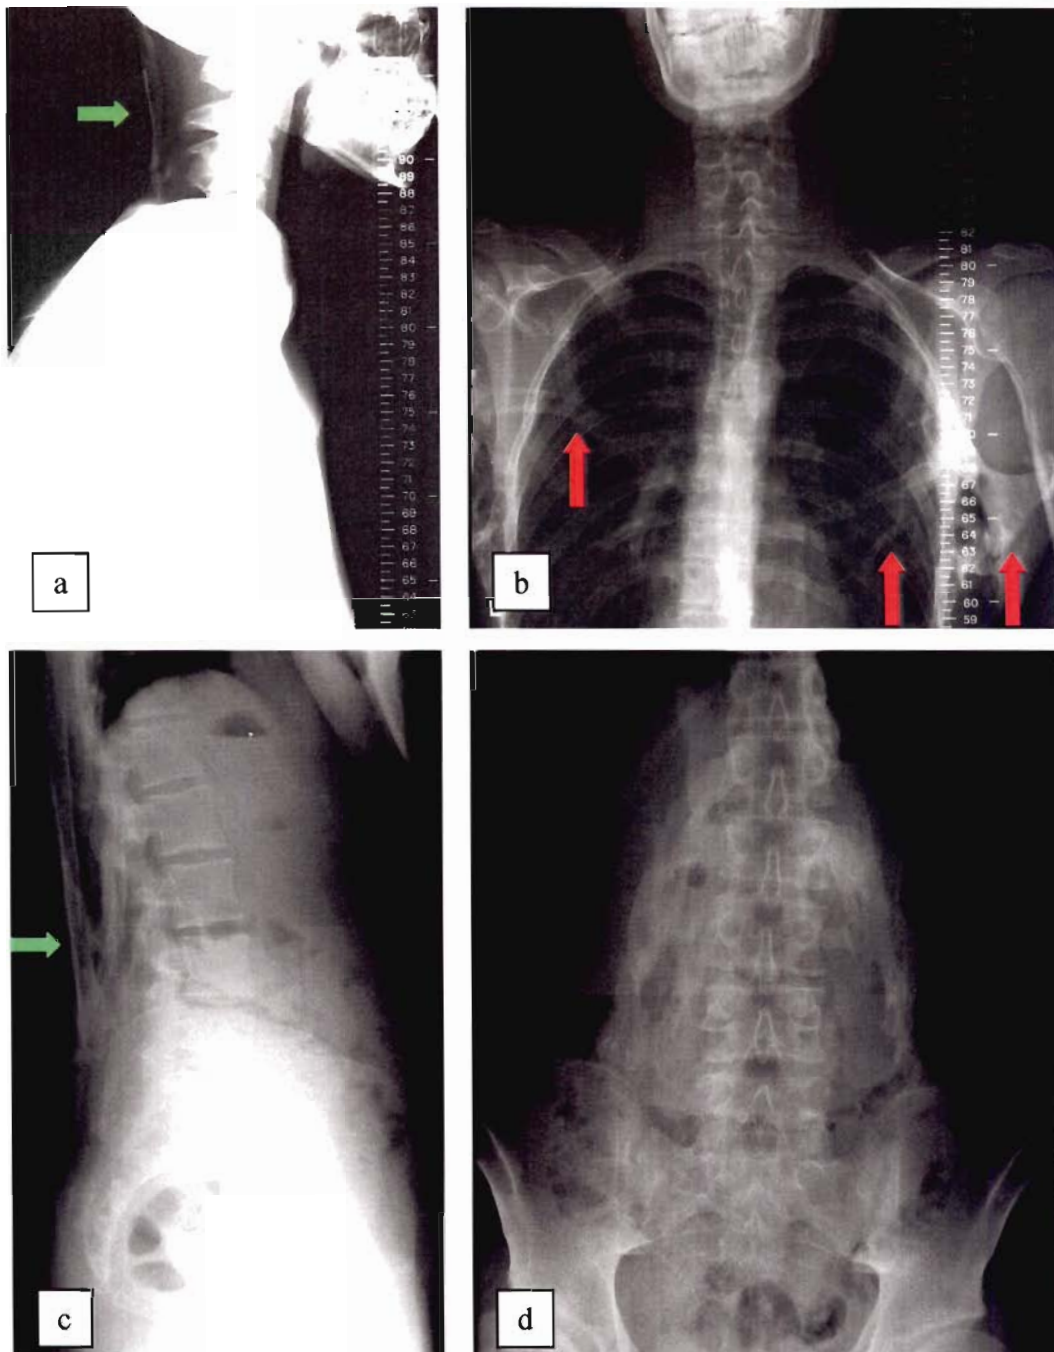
(cas 13) : Radiographies à l'âge de 16 ans du rachis cervical de profil (a), du thorax de face (b), du rachis lombaire de profil (c) et de face (d).
